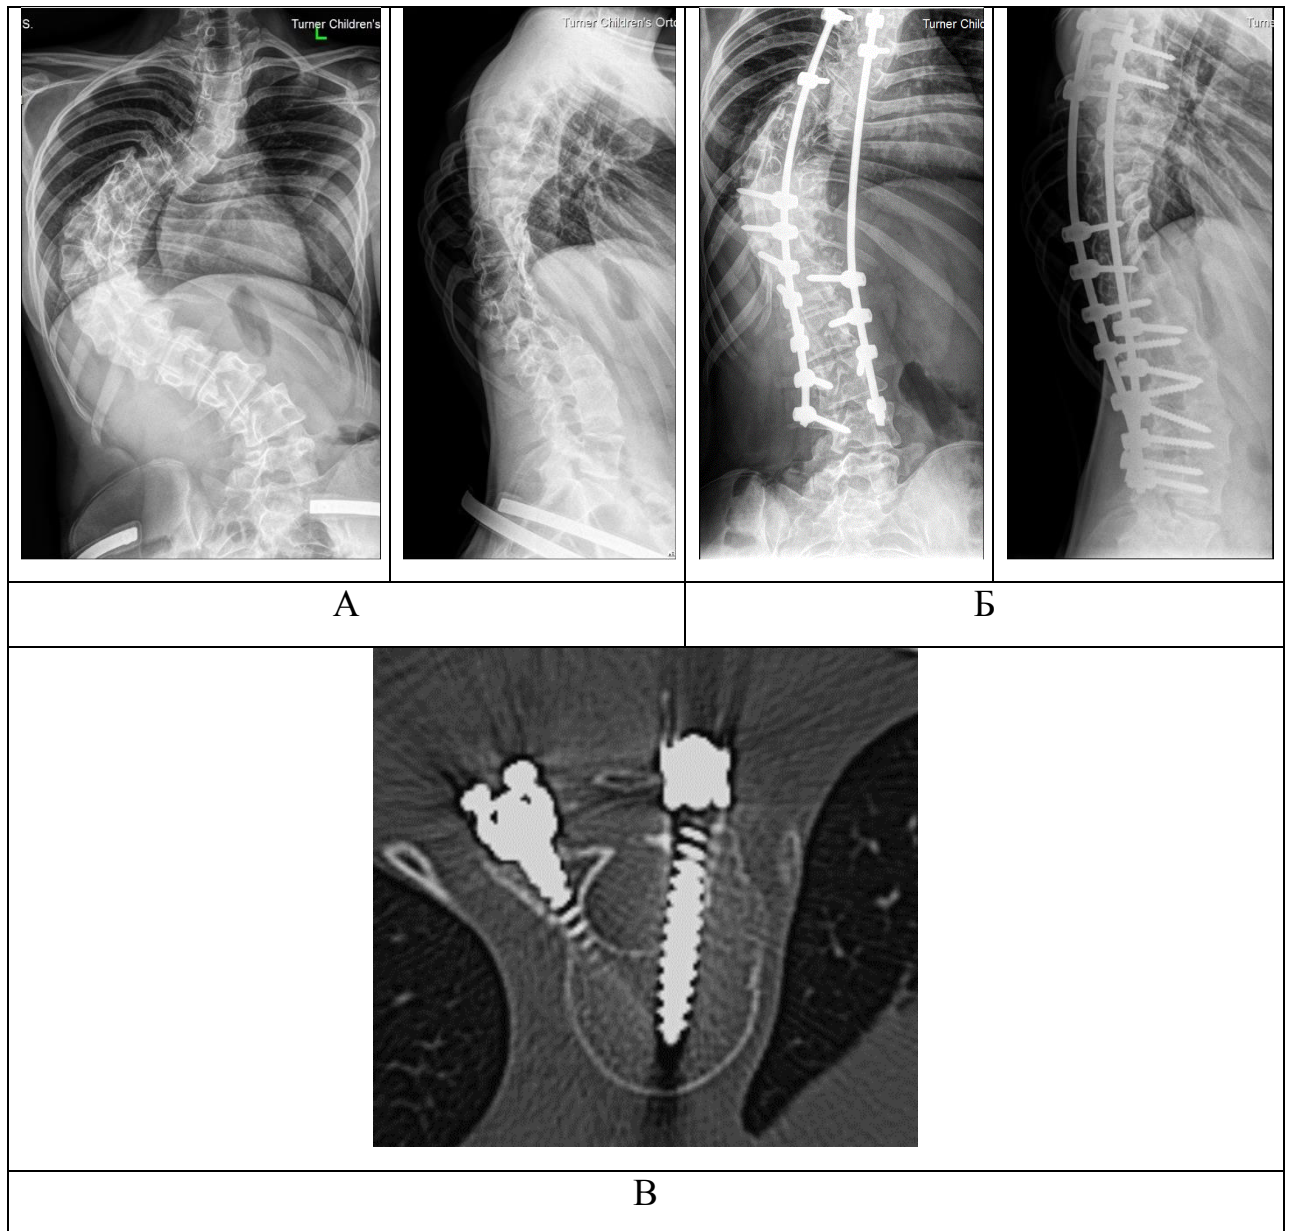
Рентгенограммы и КТ пациентки А., 17 лет, с идиопатическим сколиозом грудного отдела позвоночника IV ст.: А – до операции (угол деформации 110° по Cobb); Б – через 2 года после операции (угол деформации 74° по Cobb); В – КТ позвоночника после операции
